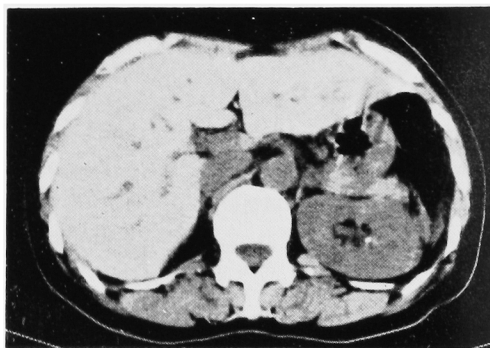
Abdominal plain CT scan. Small calcification is shown in left kidney, but space-occupying lesion is not observed.
